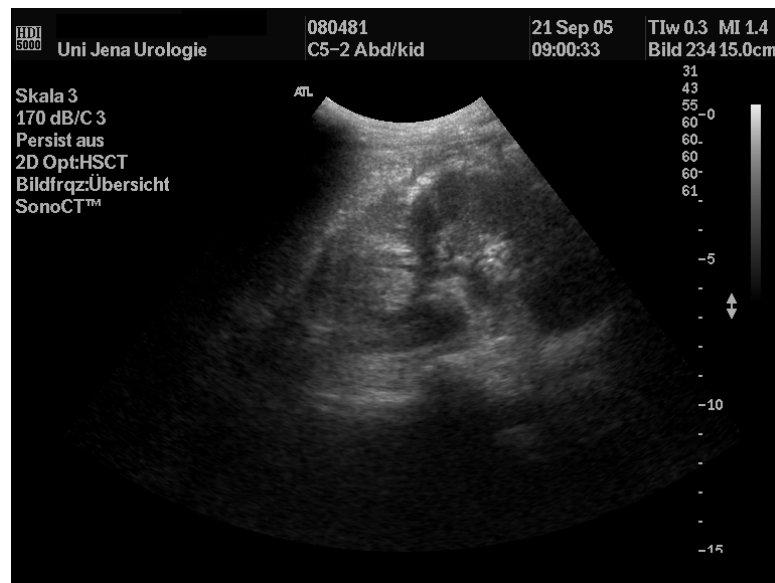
Sonographische Darstellung der linken Niere bei einer 24-jährigen Patientin
